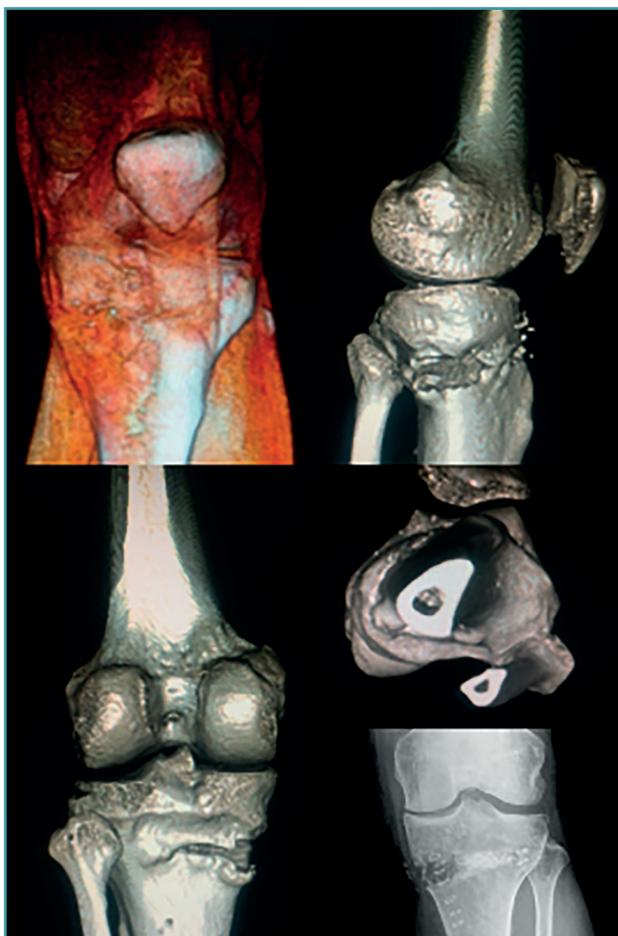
Tomografía axial computarizada de control de una osteotomía valguizante de la tibia de apertura.
